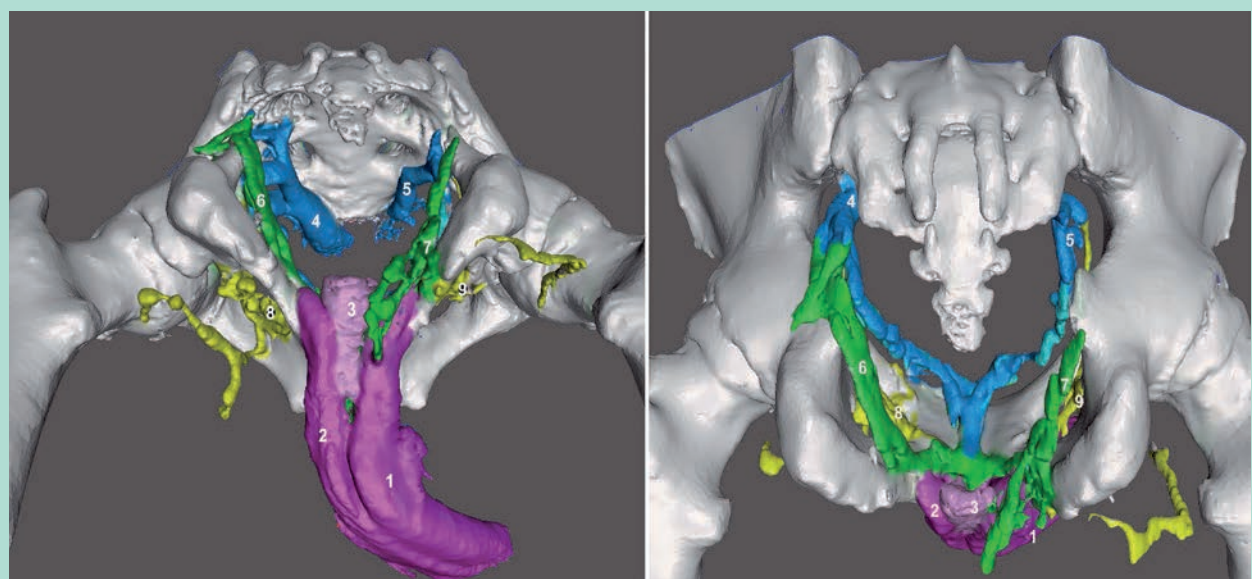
Modélisation 3D des fuites cavernuses PROFONDES triples. (Obturatrices, vésicales et pudendales). Caverno-CT, modélisation 3D vectorielle segmentée et colorée. À gauche vue inférieure. À droite vue postéro-inférieure. 1 = CC droit. 2 = CC gauche. 3 = CS. 4 = Veines vésicales G. 5 = Veines vésicales D. 6 = Veine pudendale interne gauche. 7 = Veine pudendale interne droite. 8 = Veine obturatrice G. 9 = Veine obturatrice droite. Elles associent les 2 premiers types de fuites cavernuses en proportion variable.
